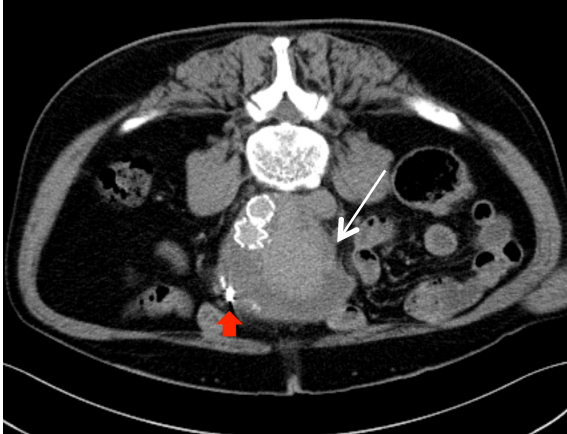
CT mit KM zur Interventionsplanung: großes EL im Aneurysmasack ventral (weißer Pfeil); Coil-Artefakte (roter Blockpfeil)
